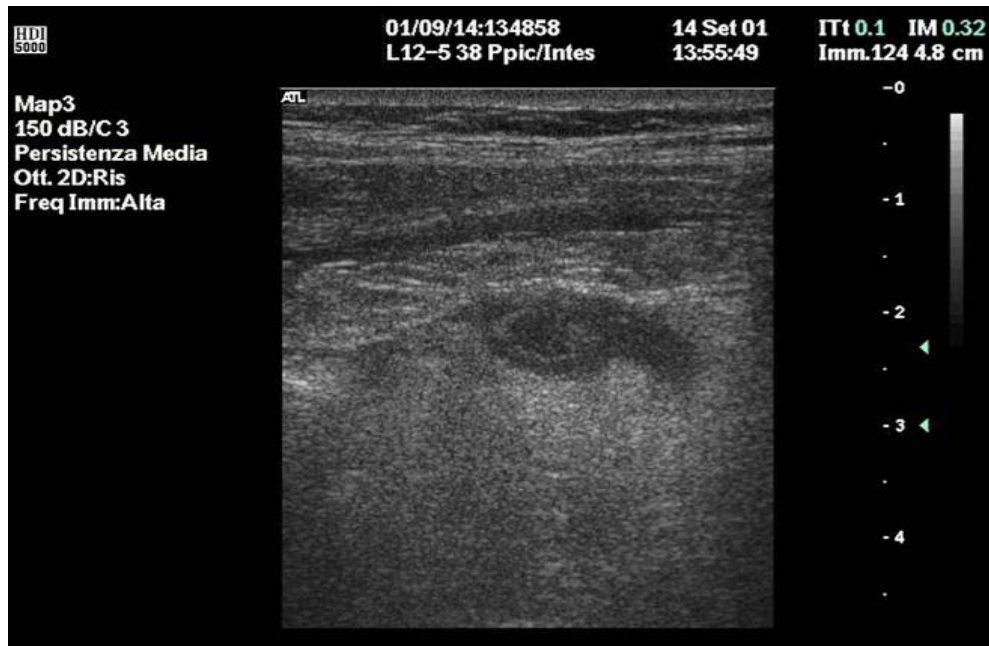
Image échographique montrant la perte de stratifications pariétales
